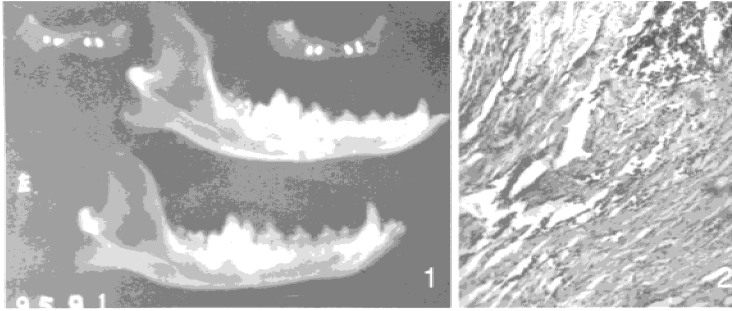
下颌骨骨折、颧弓骨折内固定3月后骨折愈合情况X线片 ① 镍型钢板固定 ② PDLLA板固定 ③ 颧弓PDLLA板固定
